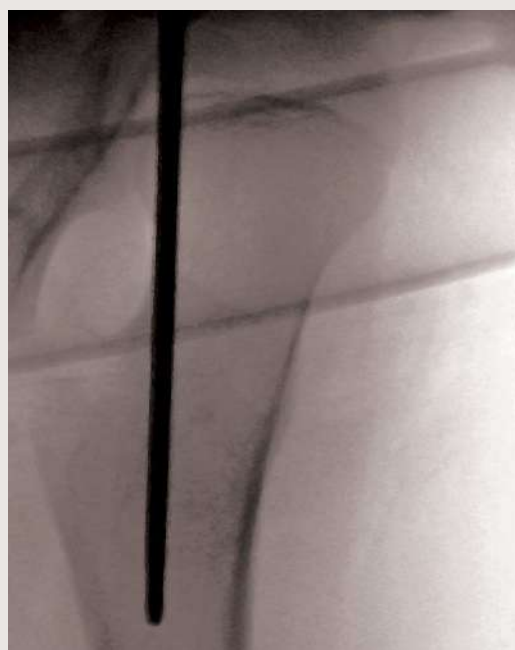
Radiographie latérale pour vérifier la position dans le centre du canal fémoral.
